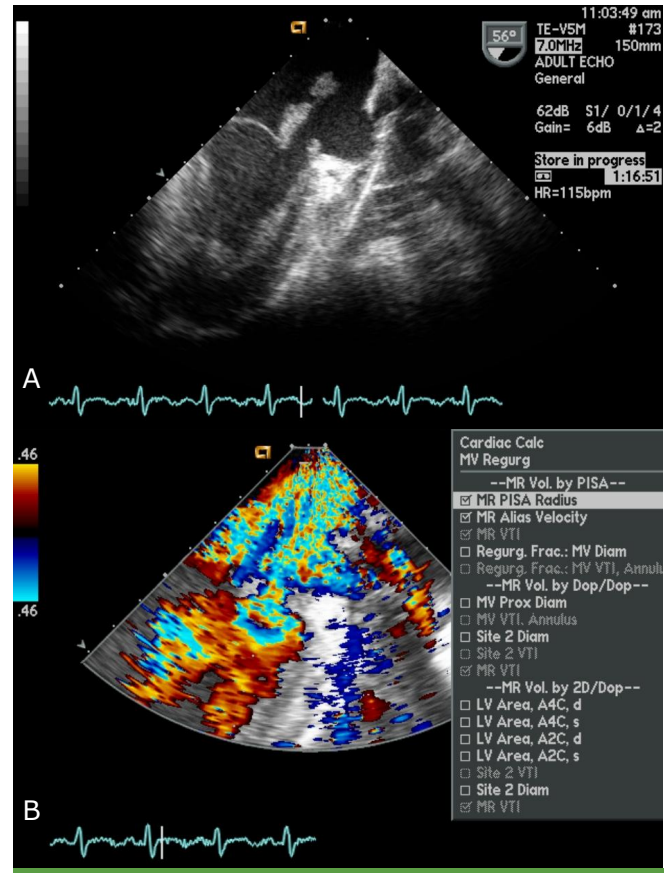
Transesophageal echocardiography of the left heart. (A) A frail vegetation of about 3.1 cm in size can be noted on the anterior mitral valve and another vegetation measuring about 0.5 cm can be seen on the posterior mitral valve leaflet. (B) Transesophageal color Doppler echocardiography demonstrates the presence of severe mitral regurgitation.
